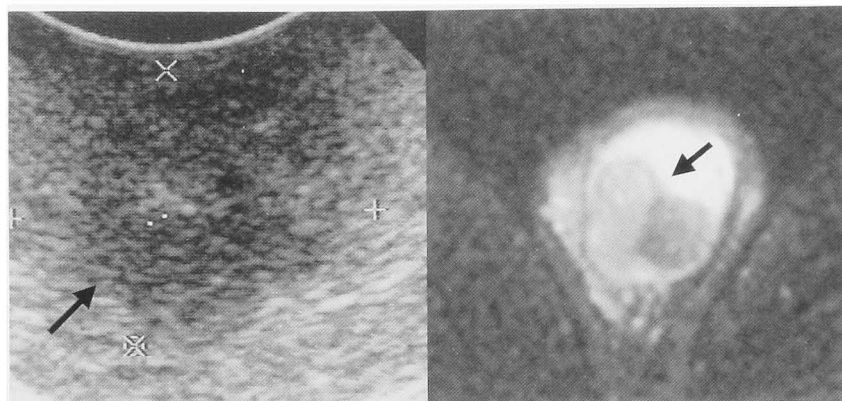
Enhanced MRI showed a low-intensity tumor (black arrow), and scrotal ultrasonography showed a low-echoic lesion within the right testis (white arrow).
